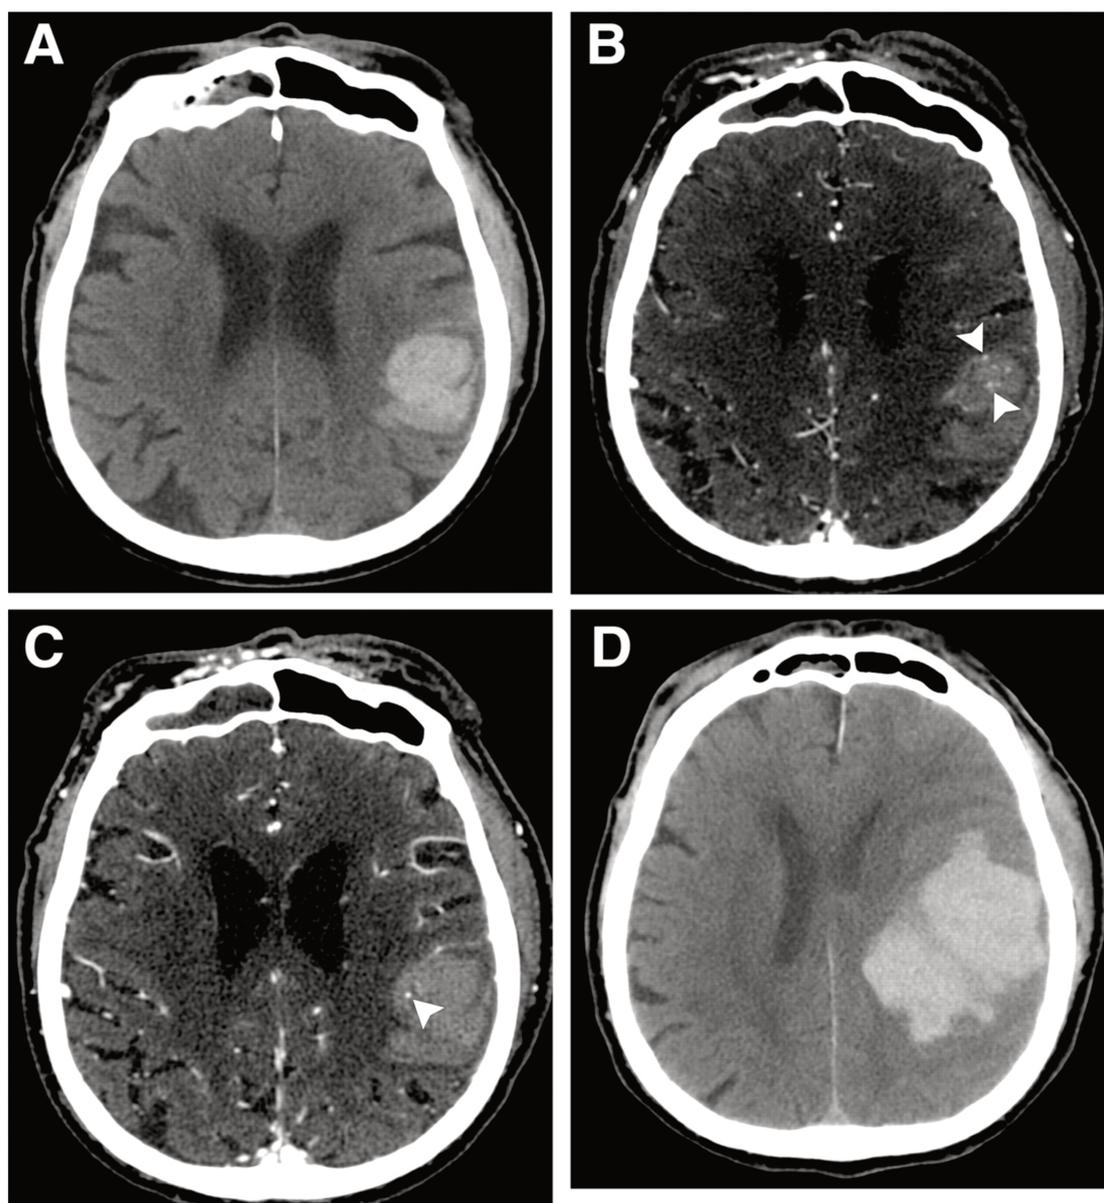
“Spot Sign”. A: tomografia convencional após primeira avaliação hospitalar. B, C: pontos hiperdensos no interior do hematoma, chamados de “Spot Sign” e que predizem expansão da hemorragia. D: hematoma apresentou expansão em poucas horas, determinando apagamento de sulcos, desvio de linha média e deterioração neurológica. Almazoz J. et al, Stroke, 2009; 40:2994-3000⁽¹⁹⁾.
